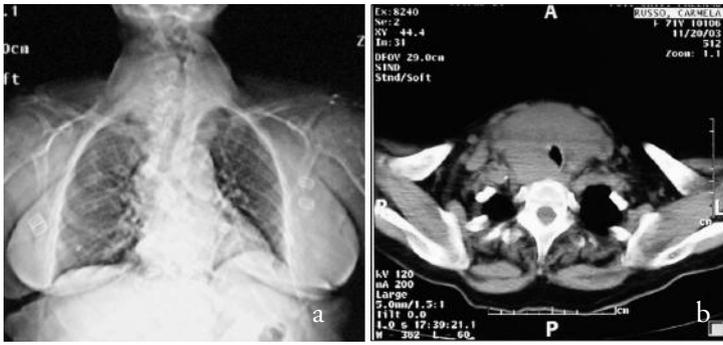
RepertoRx grafico del torace (a) e TC del collo cMDC (b).
